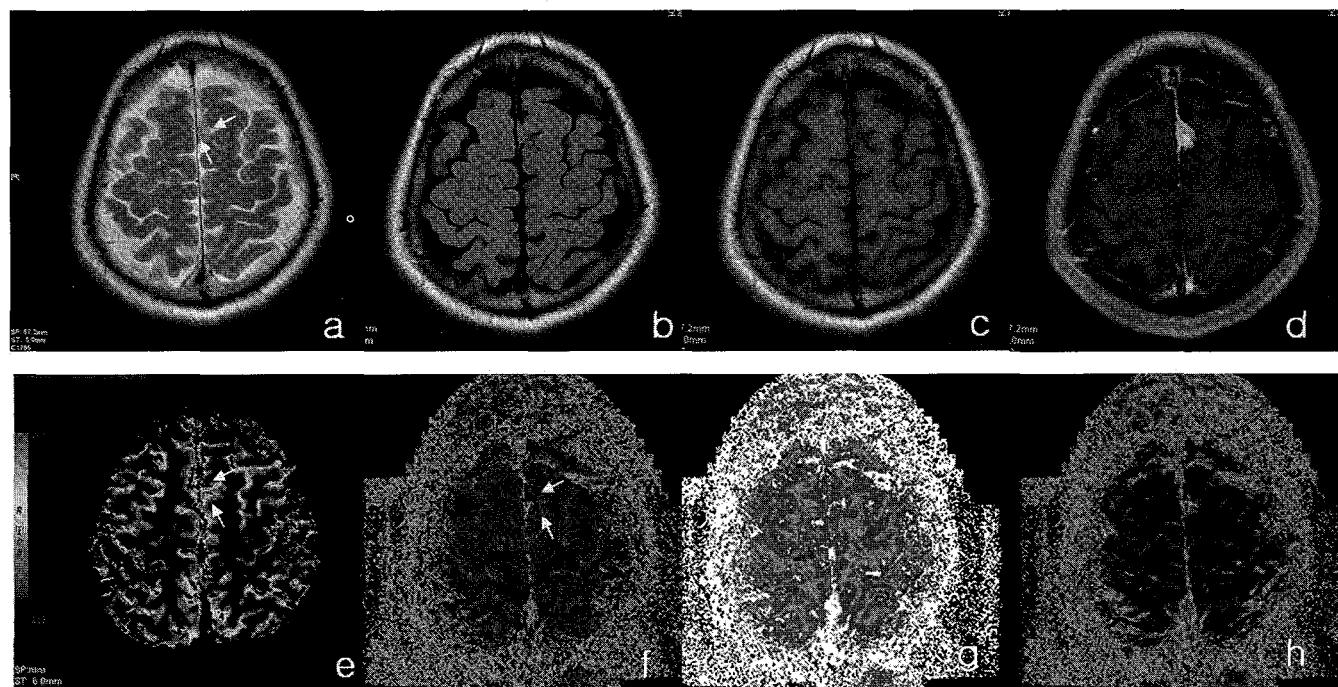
Meningioma in a 57 year old man. Conventional T2-weighted image(a), FLAIR image(b), pre T1-weighted image(c), post contrast T1-weighted image(d), rCBV(e), Permeability map(f), rCBF-rSVD image(g), rCBV-rSVD image(h). The Permeability ratio of the lesion was 5.58.
